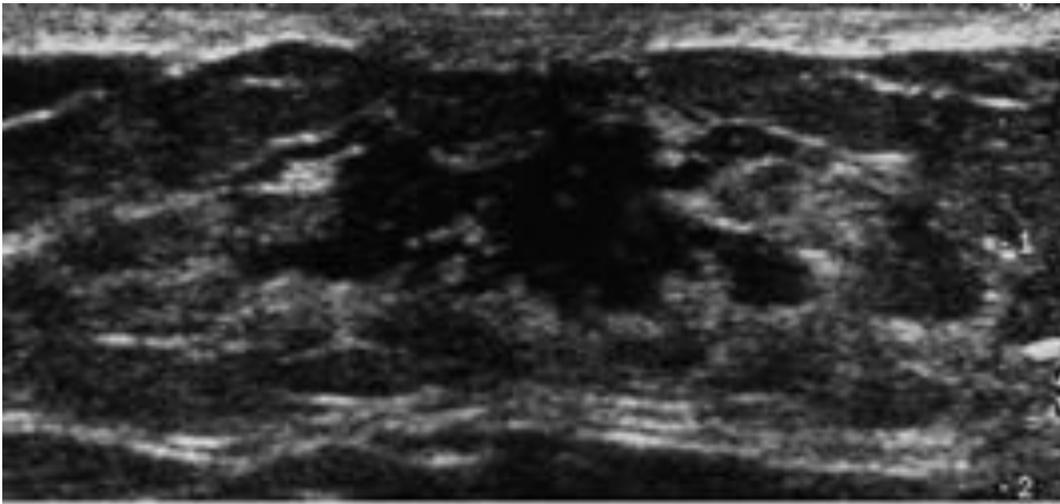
Ecografía mostrando ectasia ductal e hipervascularidad, hallazgos compatibles con galactoforitis.
